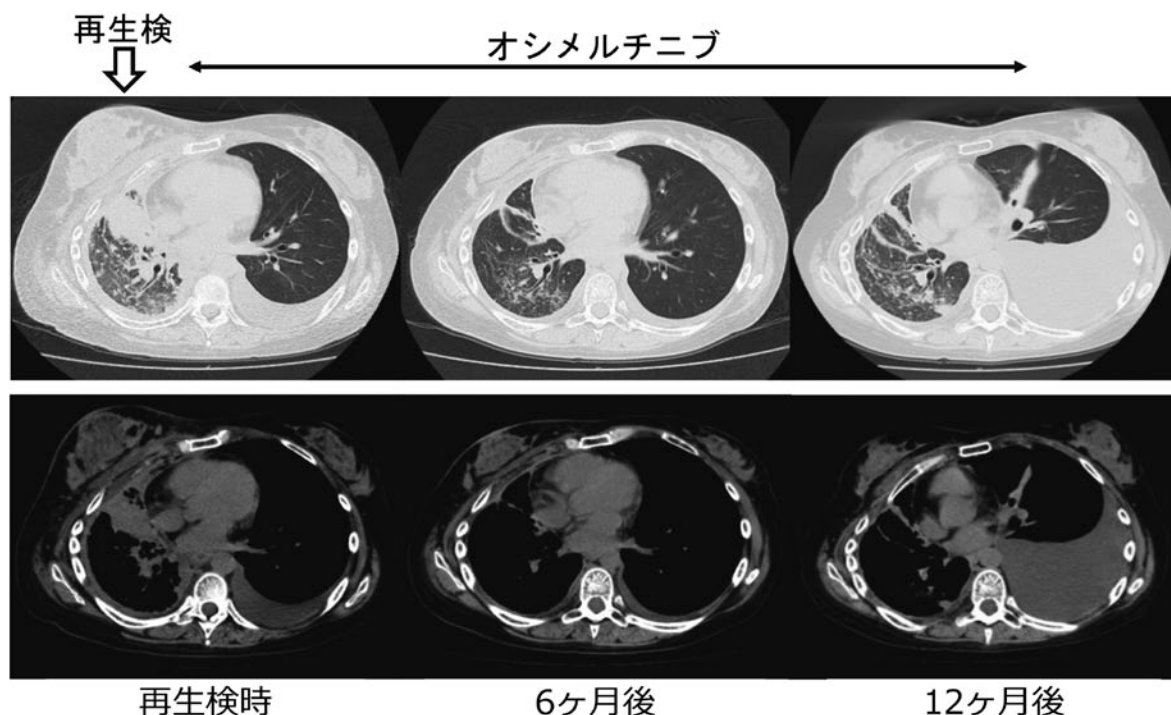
乳房転移巣からの再生検時の胸部CT画像所見。肺病変と乳房転移は増大し、右乳房から再生検を行った。オシメルチニブを投与することでいずれの病変も縮小した。12ヶ月後にオシメルチニブが無効となり、左癌性胸膜炎と左乳房転移をきたした。
